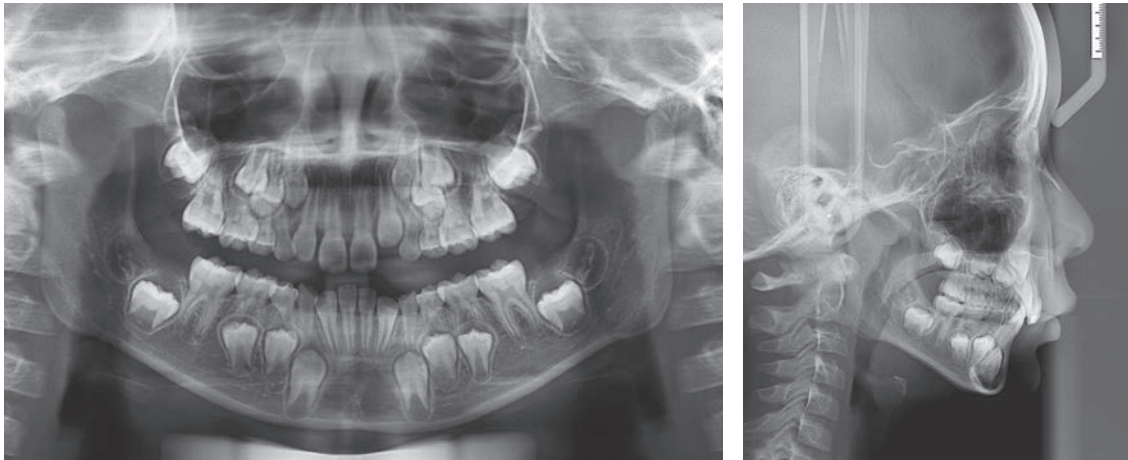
Pretreatment panoramic and lateral cephalometric radiographs (9 years old).
